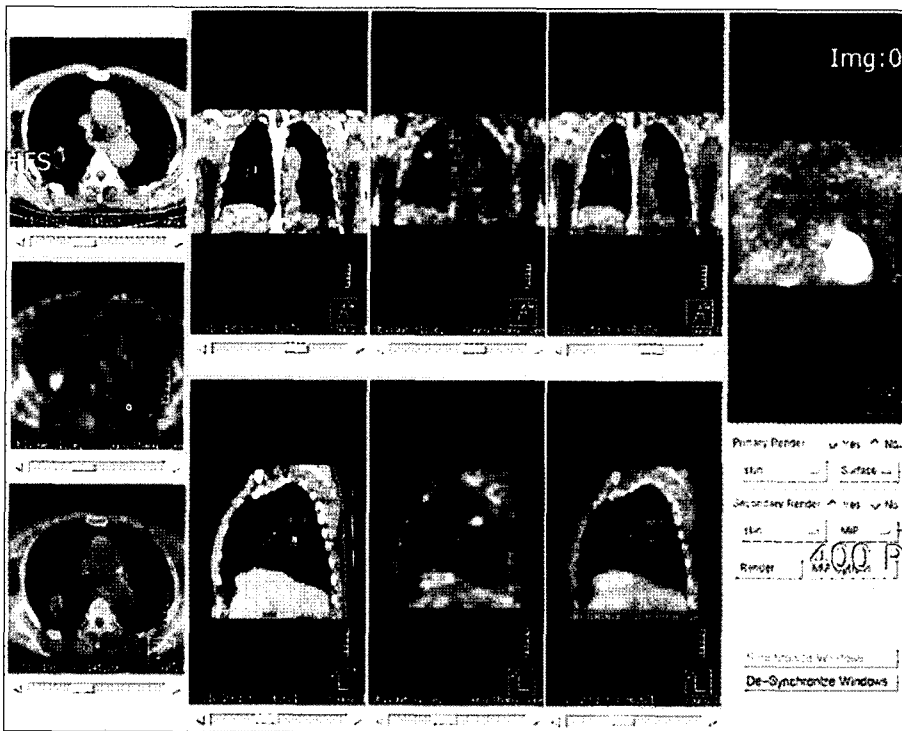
Follow up PET CT. Faint metabolic activity of the RLL mass lesion was seen. There was no evidence of viable tumor in PET/CT scan. 1 hr max SUV 2.09, 1 hr max SUV 1.86, RI -11.00%. SUV=Standardized uptake values; RI=Retention index.
